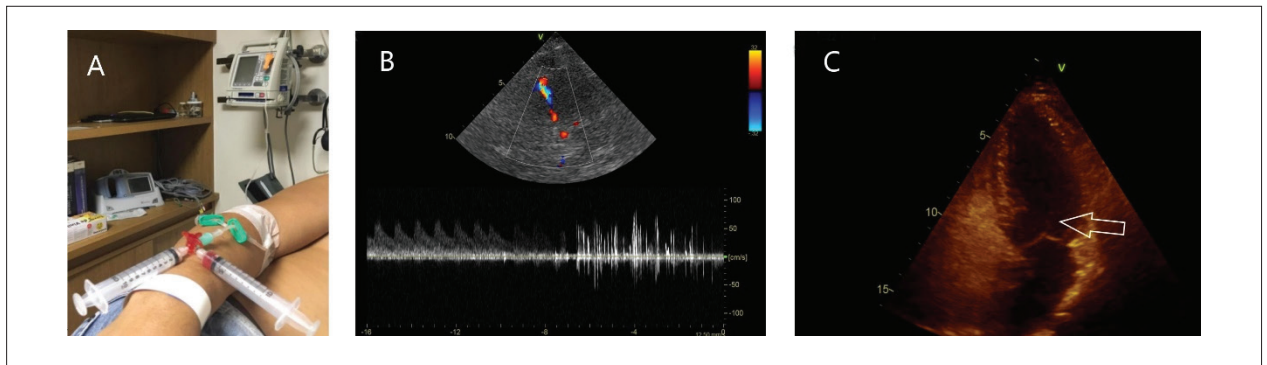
A) Ilustração do sistema fechado montado para infusão da solução salina agitada. Inicialmente, faz-se a aquisição de acesso venoso periférico em membro superior direito, com cateter intravenoso de calibre nº 24g. Conecta-se polifix curto de 2 vias no cateter, associado a uma torneirinha de três vias: em uma das vias do polifix e na outra via um equipo salinizado com soro fisiológico de 100 ml (esse preenche todo o equipo, possibilitando inúmeras injeções). Conectam-se as duas seringas de 10 ml na torneirinha e aspiram-se 9 ml de soro fisiológico e 1 ml de ar para misturar o conteúdo das seringas até obter uma coloração esbranquiçada. Caso seja necessário, deve-se aspirar uma pequena quantidade de sangue para obter maior contraste. É importante manter o êmbolo da seringa posicionado para cima ao infundir no paciente para não injetar ar pela seringa. B) DTC evidenciando fluxo em ACM com a presença de HITS após injeção da solução salina. C) Plano apical 4 câmaras do ETT evidenciando a passagem de microbolhas (seta) pelo FOP, nos primeiros 3 ciclos após injeção salina agitada.
